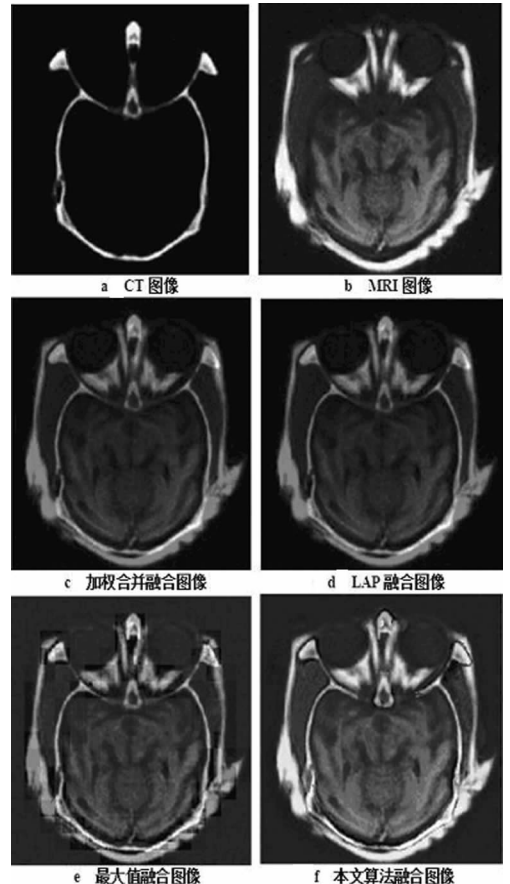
CT 和 MRI 图像及其各种方法融合的结果
